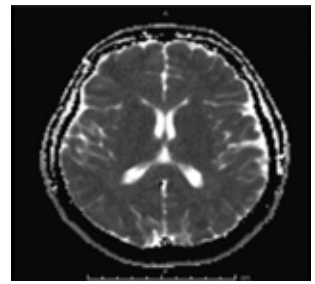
Magnetic resonance imaging showed, diffusion weighted imaging no abnormal signal was detected in apparent diffusion coefficient maps.
